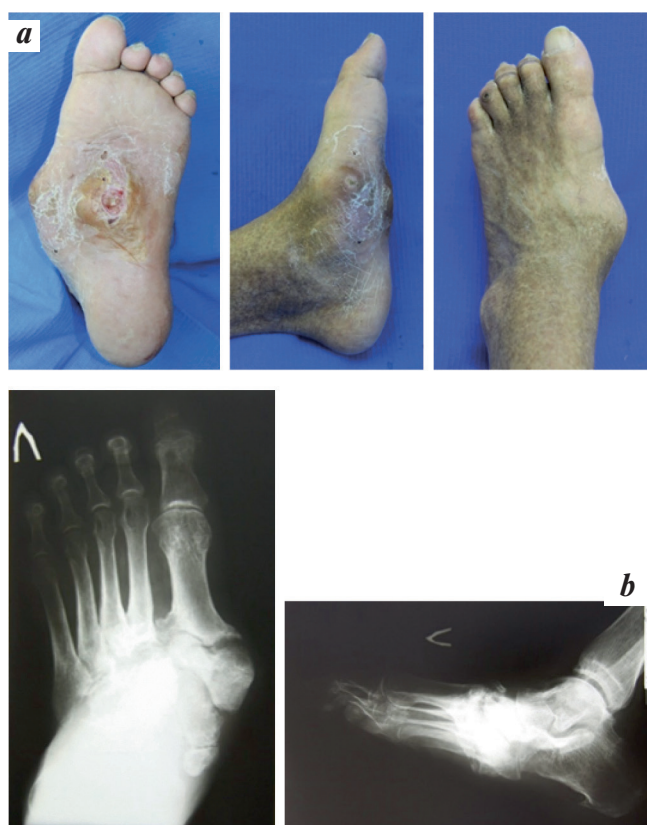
Острая стадия диабетической нейроостеоартропатии: внешний вид стопы (а); рентгенограммы левой стопы (b)
